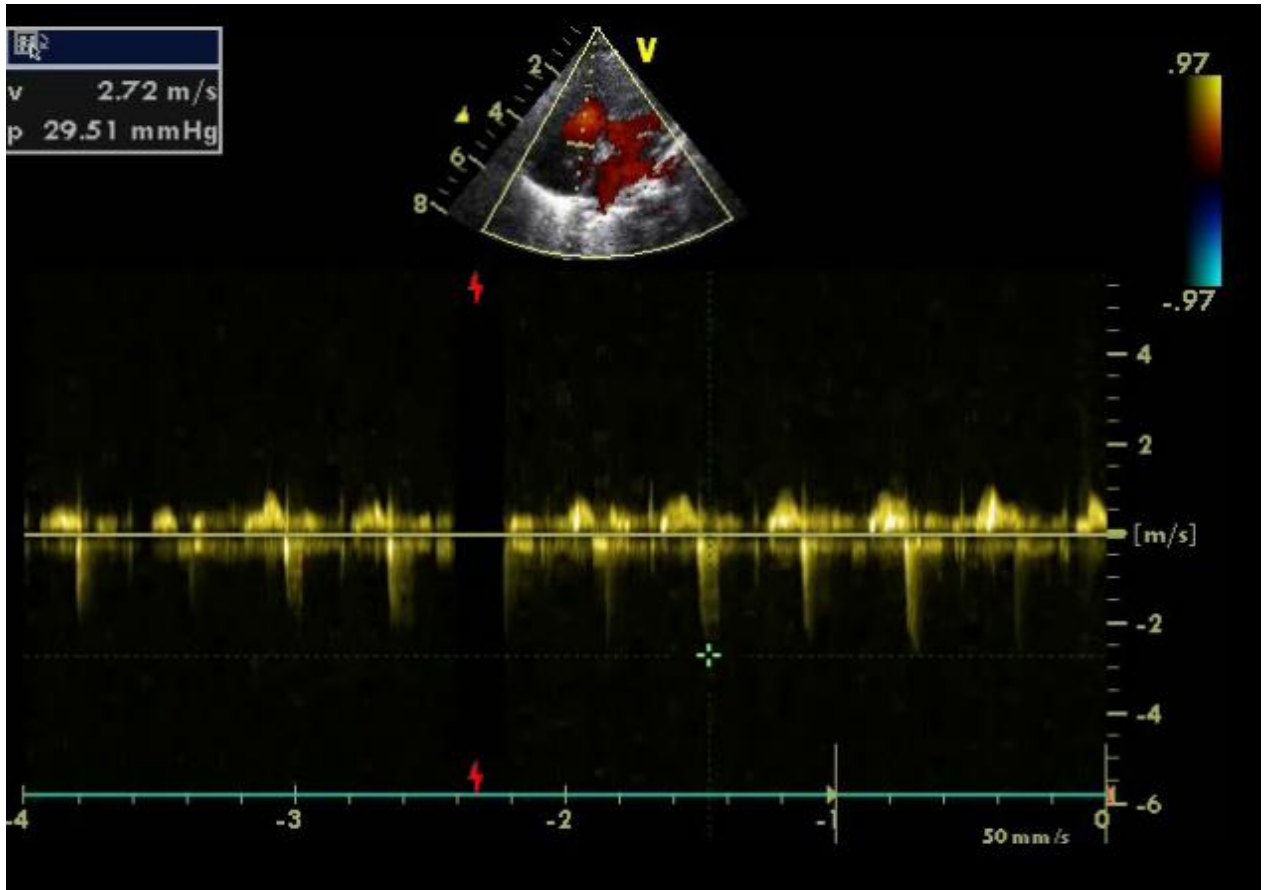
Incidence apicale 4 cavités, en doppler couleur et continu, qui permet de mesurer la vitesse de l'IT et la PAPs
